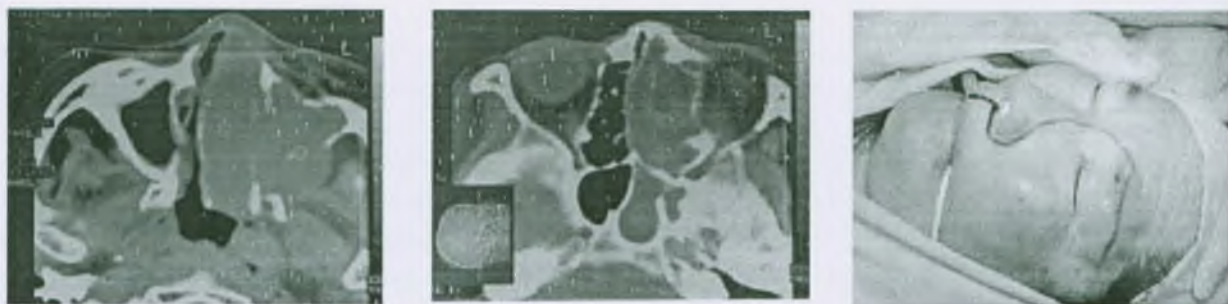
Б-ная А-ва с опухолью в/челюстной пазухи с распространением ее в клетки решетчатого лабиринта, крыловиднонебную ямку, ретромандибулярное пространство, глазницу и основную пазуху слева.; а) КТ; б) планируемый разрез
